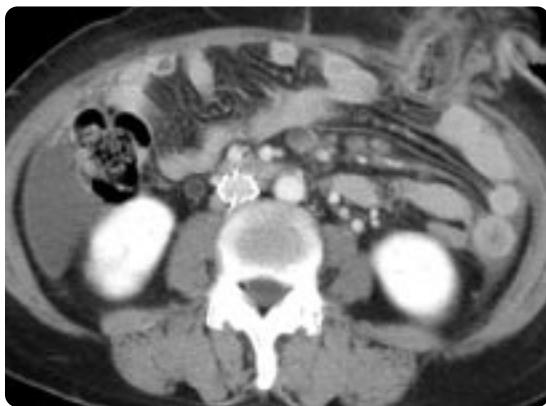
Follow-up CT angiogram after 11 days shows the patent inferior vena cava without thrombus at site of the filter.
